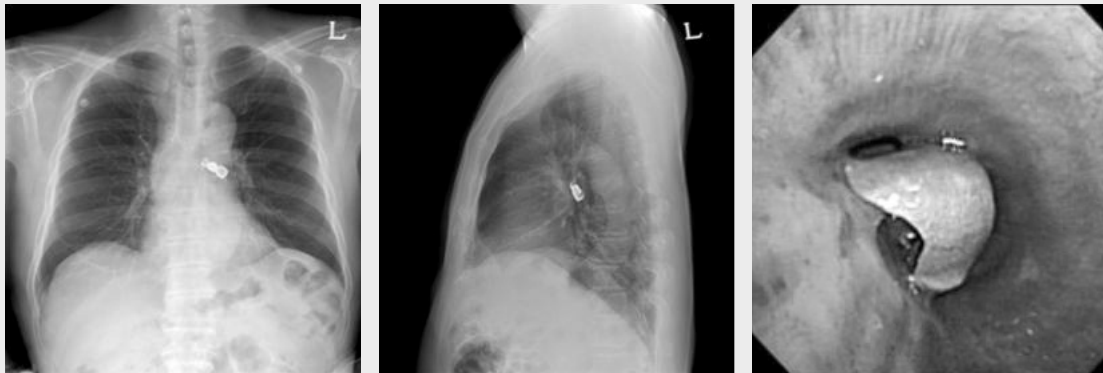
중례 20번 환자의 흉부 방사선 사진 및 기관지 내시경 사진 : 좌측 기관지에 치과 보철물이 위치되어 있음을 알 수 있으며, 기관지 내시경을 시행하여 좌측 기관지를 막고 있는 치과 보철물을 제거하였다.
